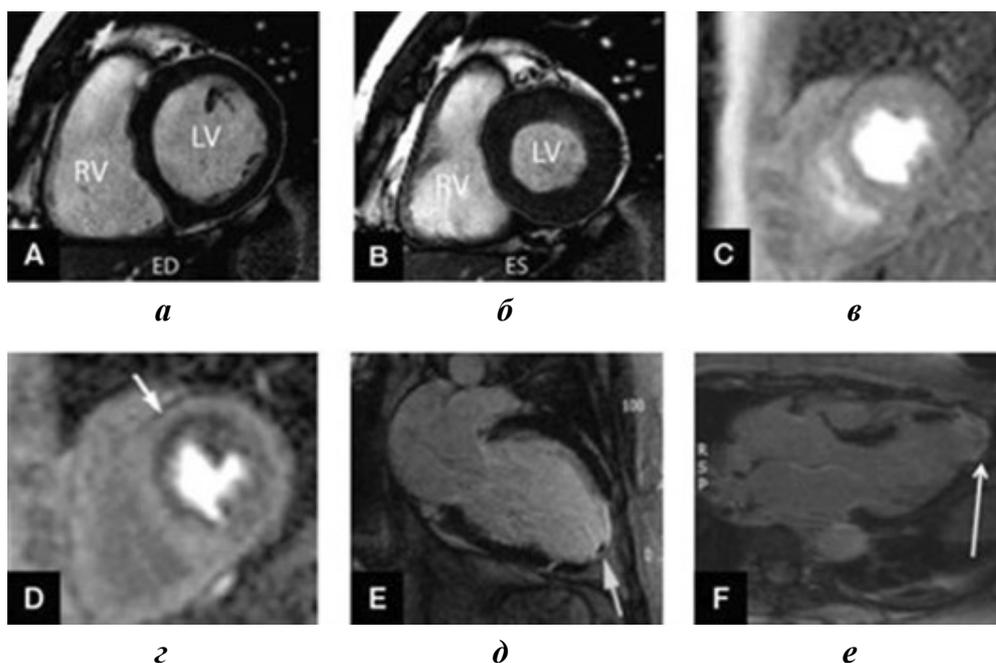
МРТ при ишемической болезни сердца, измерение объемов желудочков по короткой оси сердца:
